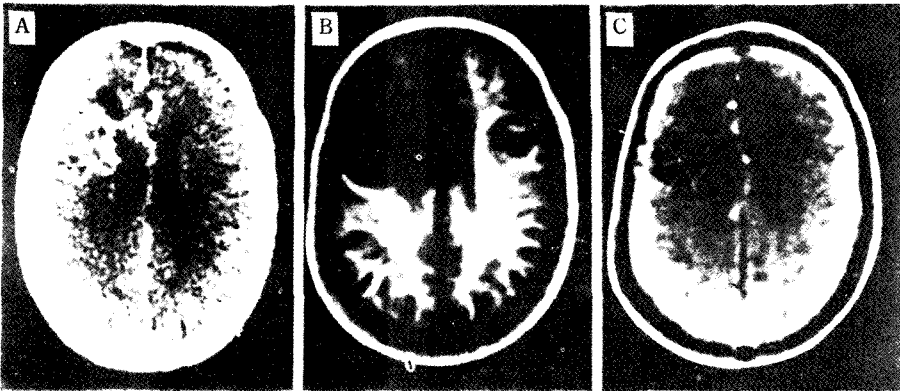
動靜脈畸形 (Arteriovenous malformation) A. 조영증강 CT, B. IR<sub>1400/400</sub>
